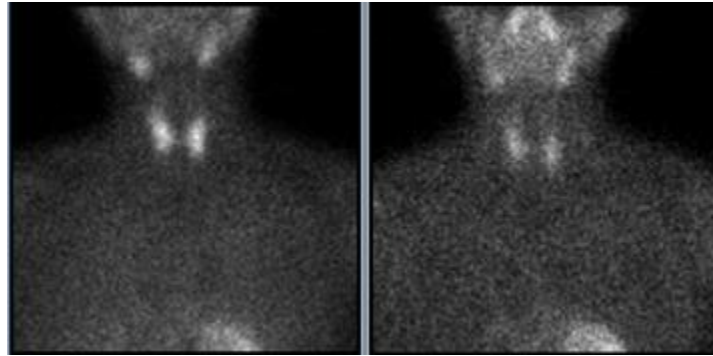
Результаты сцинтиграфии и ОЭКТ/КТ ПЩЖ пациентки К., 62 г. По данным планарного исследования – Grade 0. По данным ОЭКТ/КТ – признаки гиперплазии/аденом
